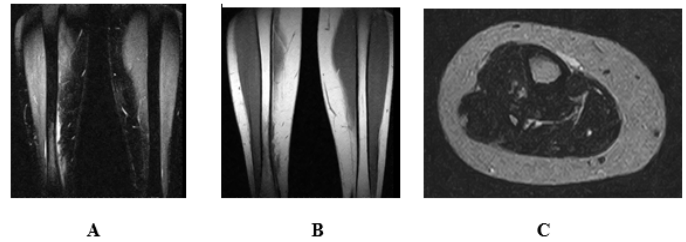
IRM de la jambe droite, sans produit de contraste, séquence STIR coronale (A), séquence T1 coronale (B) et axiale T2 (C) : hypersignal STIR du périoste du 1/3 inférieur de la face antéromédiale de la jambe droite, avec hyposignal T1 et hypersignal STIR de la médullaire osseuse en regard, associée à une minime infiltration œdémateuse des parties molles adjacentes en hypersignal T2.
